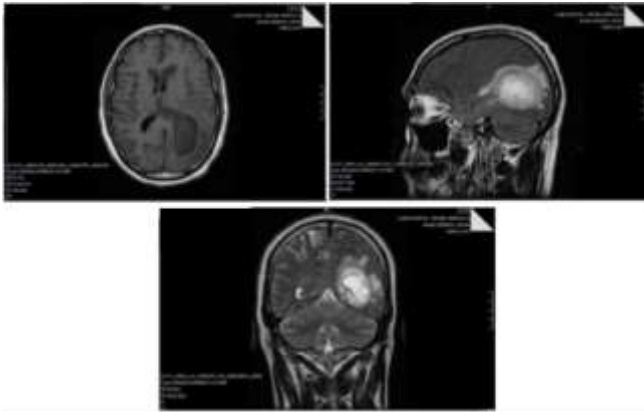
RM Cerebral – Cortes axial, coronal (T2) y sagital (FLAIR) que evidencian una lesión parenquimatosa infiltrativa córtico-subcortical parieto-occipital izquierda, con extensa área quístico-necrótica y focos de sangrado en su interior, con realce en anillo heterogéneo, y que asocia área de hiperseñal T2 periférica en relación con edema e infiltración peritumoral
